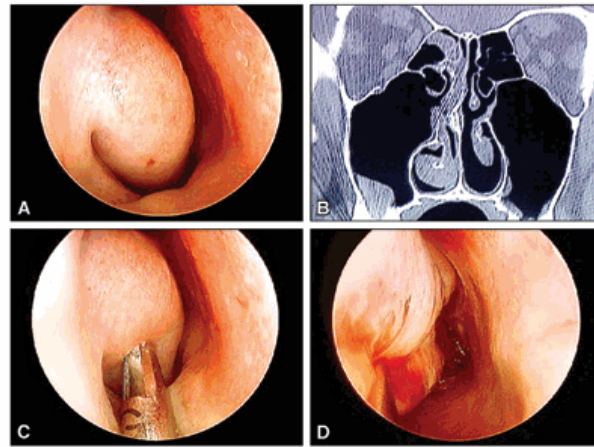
Telescopic view (4 mm, 0°) shows the hypertrophic obstruction of the right inferior turbinate. B: Coronal CT of the sinuses shows that the right inferior turbinate is much larger than the left inferior turbinate. C: Telescopic view (4 mm, 0°) shows the inferior turbinate being entered submucosally by the 2.5-mm microdebrider blade. D: The immediate postoperative view shows a marked reduction in the size of the inferior turbinate.
